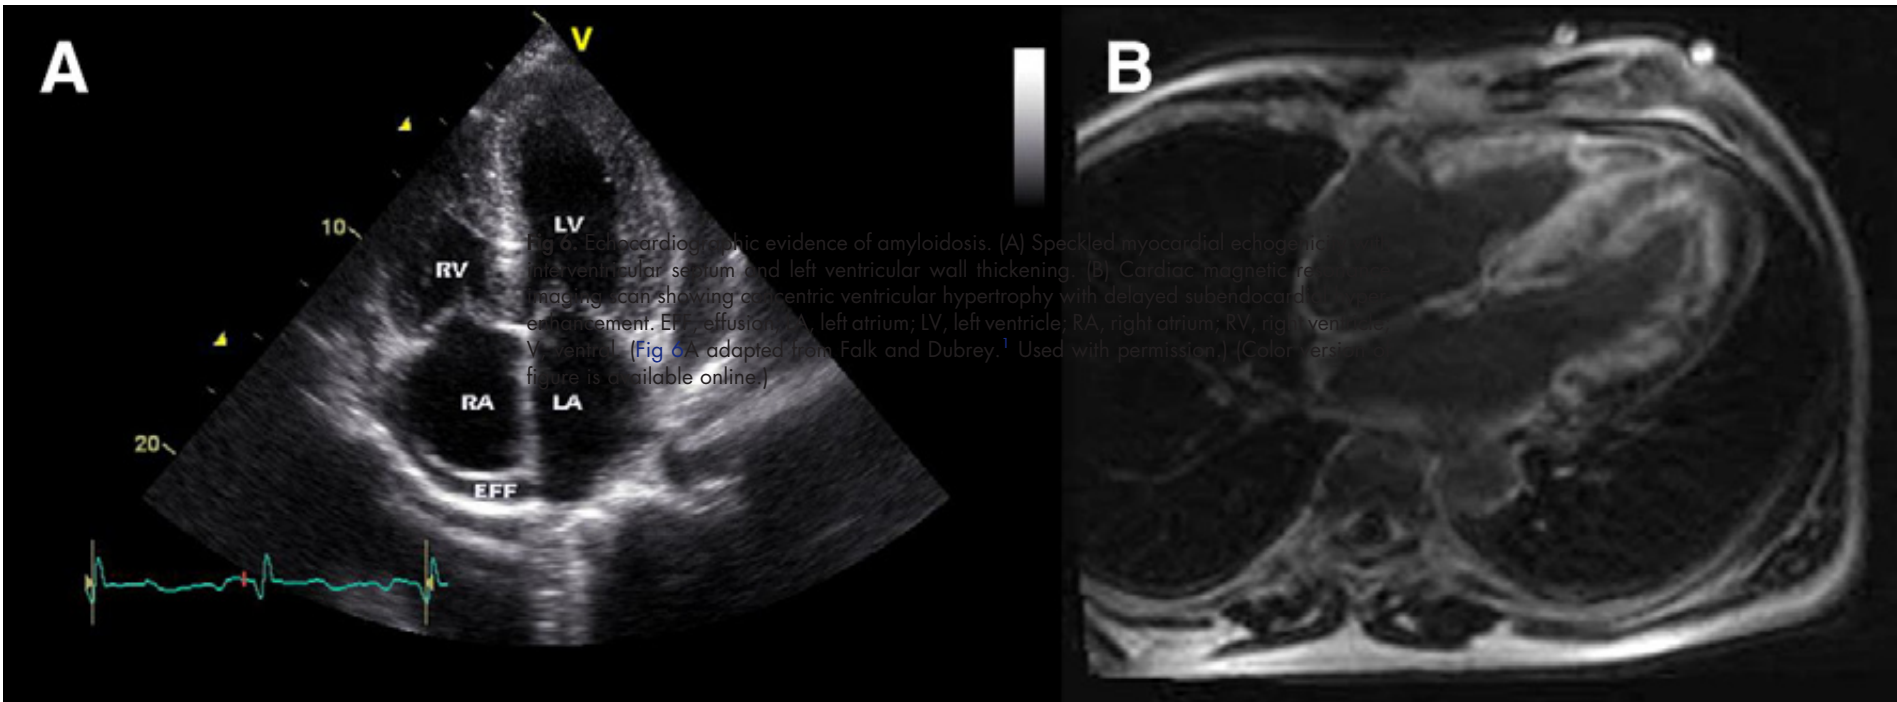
Echocardiographic evidence of amyloidosis. (A) Speckled myocardial echogenicity with interventricular septum and left ventricular wall thickening. (B) Cardiac magnetic resonance imaging scan showing concentric ventricular hypertrophy with delayed subendocardial hyper-enhancement. EFF, effusion; LA, left atrium; LV, left ventricle; RA, right atrium; RV, right ventricle; V, ventral. (Fig 6A adapted from Falk and Dubrey.¹ Used with permission.) (Color version of figure is available online.)
